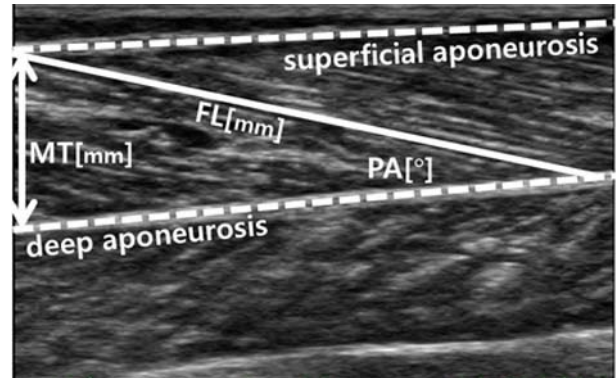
Analysis of muscle architecture variables using an ultrasounds imaging technique (MT: muscle thickness; FL: fascicle length; PA: pennation angle)
